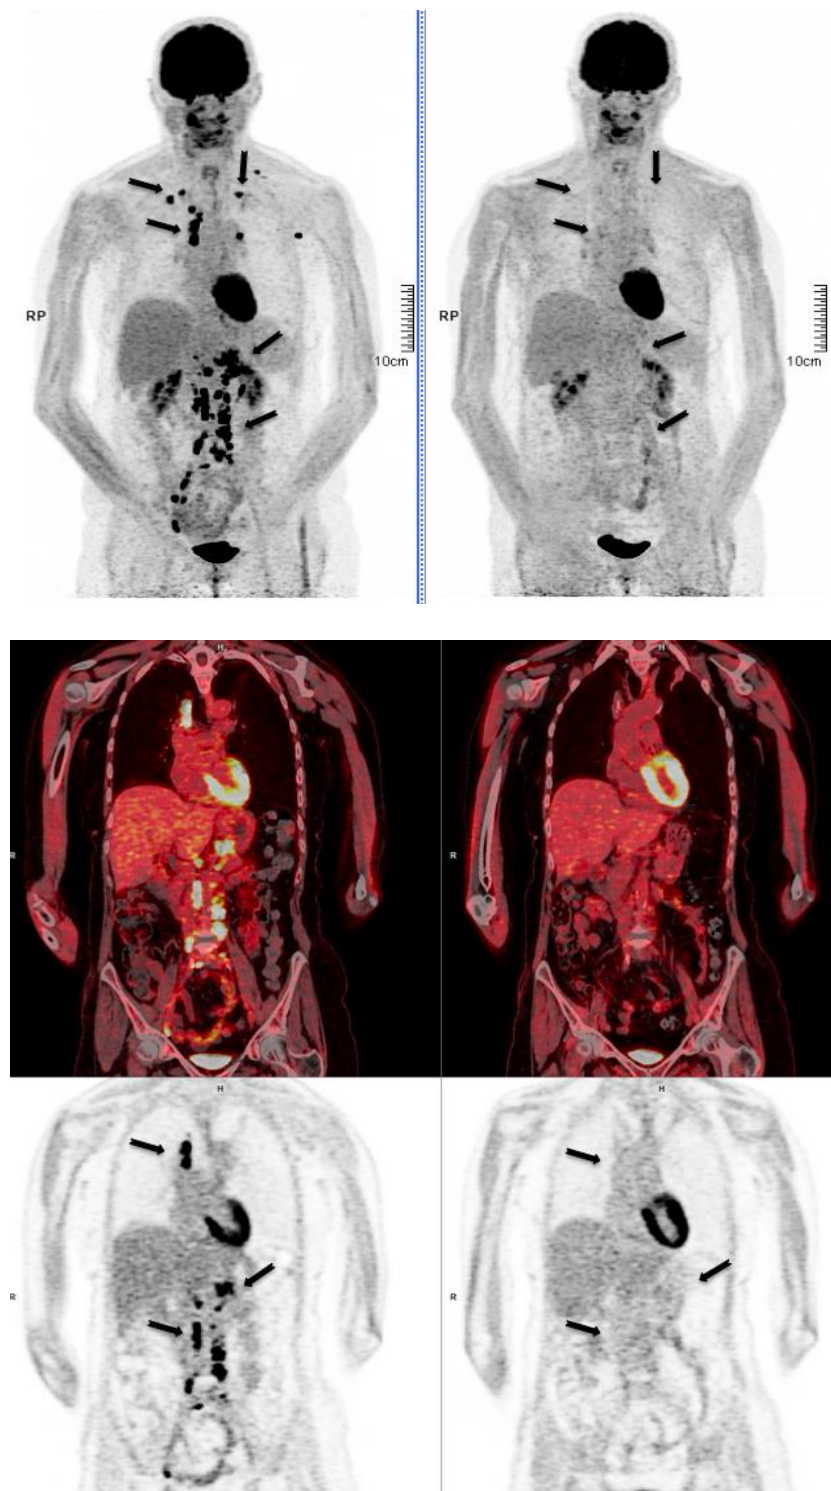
Femme de 59 ans atteinte d'un adénocarcinome pulmonaire lobaire inférieur gauche (LIG) de stade IV, ayant reçu une quatrième ligne de traitement par nivolumab. La TEP TDM 1 montre la lésion pulmonaire apicale gauche, de multiples et indénombrables adénopathies sus et sous diaphragmatiques hypermétaboliques d'allure secondaire ainsi qu'une lésion hypermétabolique secondaire surrénalienne gauche (a, MIP; b, fusion coronale ; c, TEP AC coronale). La TEP TDM-2 à 8 semaines de traitement (4 injections) montre une disparition des hypermétabolismes pulmonaires, ganglionnaires et de la surrénale gauche (d, MIP ; e, fusion coronale ; f, TEP AC coronale). La patiente a été jugée en réponse métabolique complète en TEP TDM et en réponse à la RCP 1. Le traitement par Nivolumab a été maintenu et aux dernières nouvelles, la patiente était toujours en cours de traitement par Nivolumab (suivi de 18,4 mois).
